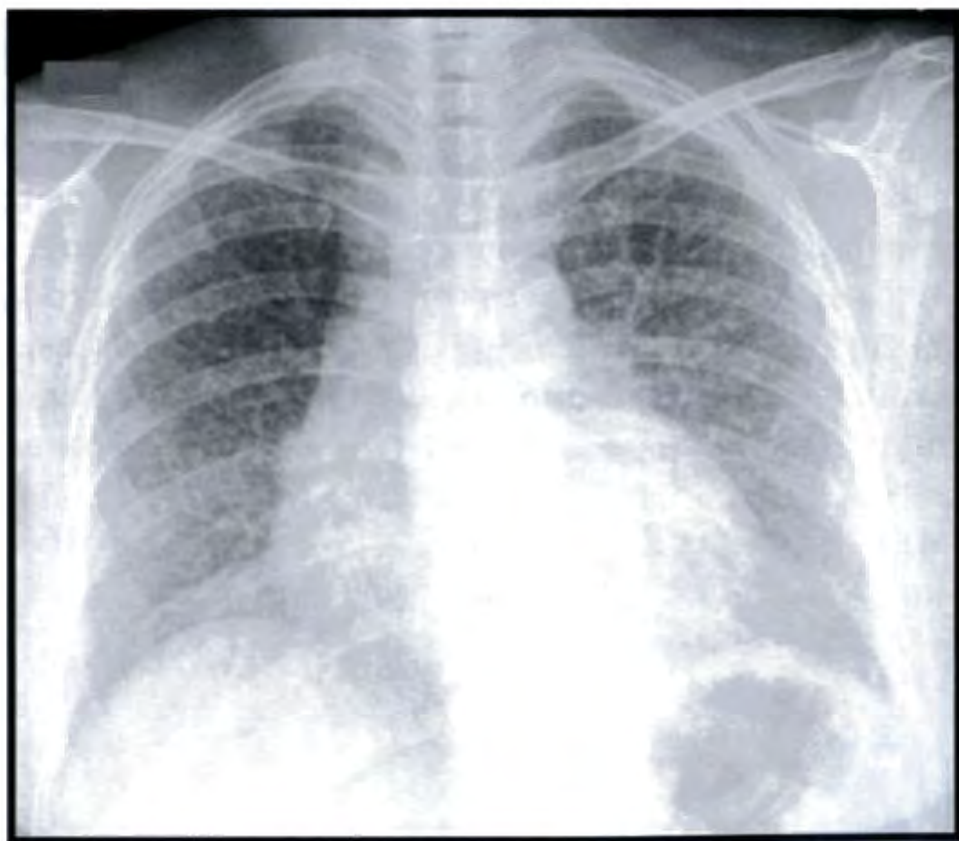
Милиарный туберкулёз легких. Синдром милиарной диссеминации (рентгенограмма).
